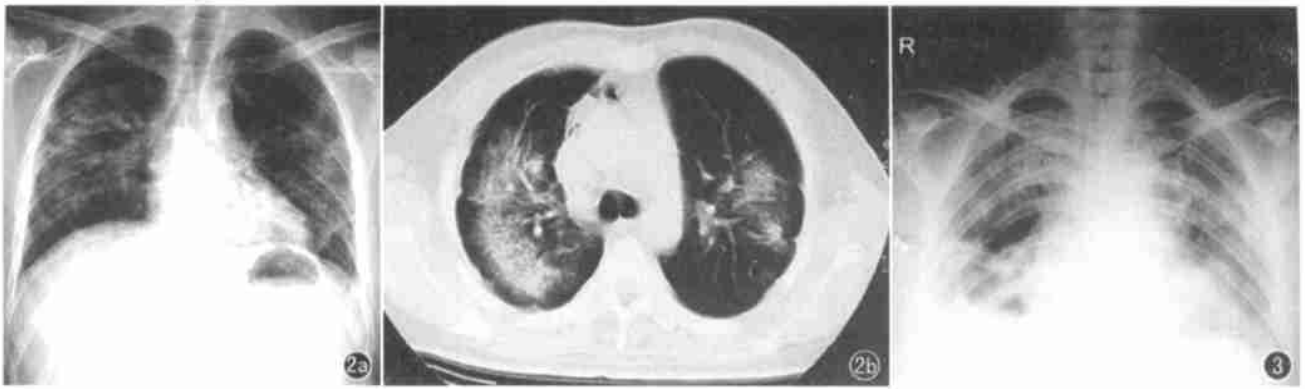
病例2。a) 病程第15天, X线片示两肺大片不规则高密度影, 病灶融合, 边界不清, 密度不均, 可见索条阴影; b) CT示两肺散在片状阴影, 其内见支气管气像及胸膜牵拉征。图3 病例3。病程第9天, X线片示两肺透亮度明显减低, 片影融合。
